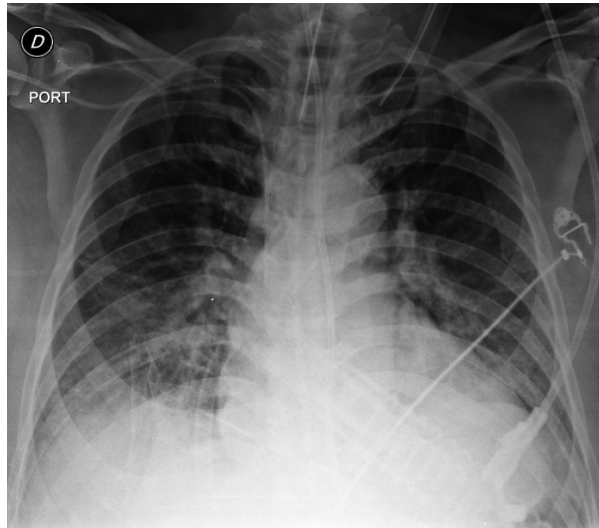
Radiografía portátil antero-posterior de tórax: puede apreciarse la silueta cardíaca con aumento del ventrículo izquierdo, derrames pleurales, especialmente derrame basal izquierdo, con infiltrado segmentario en tejido blando, así como una moderada congestión vascular y catéter venoso en cava superior.
